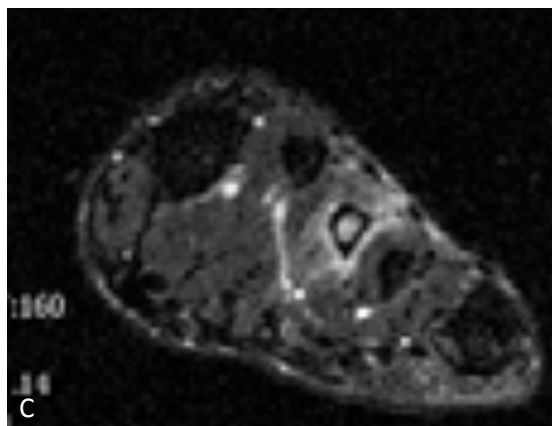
Sin alteraciones detectables en la RX simple A-P y oblicua (A), excepto pies metatarsovaros y sólo edema de médula ósea y partes blandas adyacentes en RM, sin línea de fractura definida: “reacción ó respuesta de stress”. Cortes coronal T1 (B) y T2 (C) y Axial (D).
